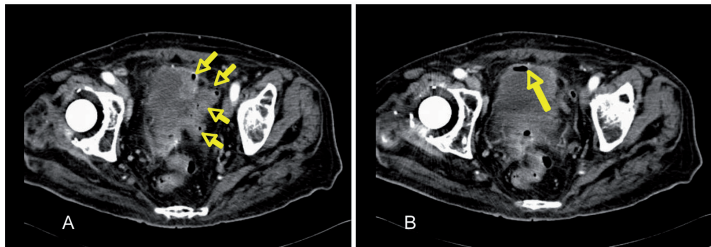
TAC abdominopélvica con contraste intravenoso. En la imagen A, se aprecia la presencia de divertículos y signos inflamatorios a nivel del colon sigmoide (flechas) en proximidad de la vejiga. En la imagen B, puede observarse la presencia de burbuja de gas en el interior de la vejiga (flecha) compatible con la existencia de fístula colovesical.
